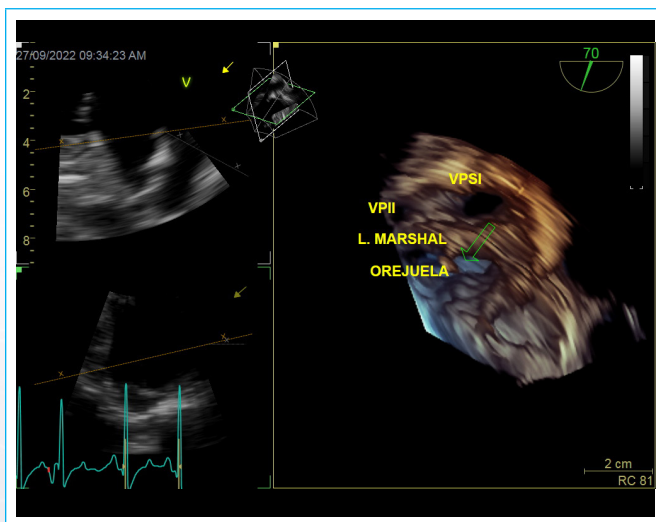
Masas digitiformes localizadas en ligamento de Marshall, y su relación con las venas pulmonares izquierdas, valoradas por ecocardiografía transesofágica tridimensional.
